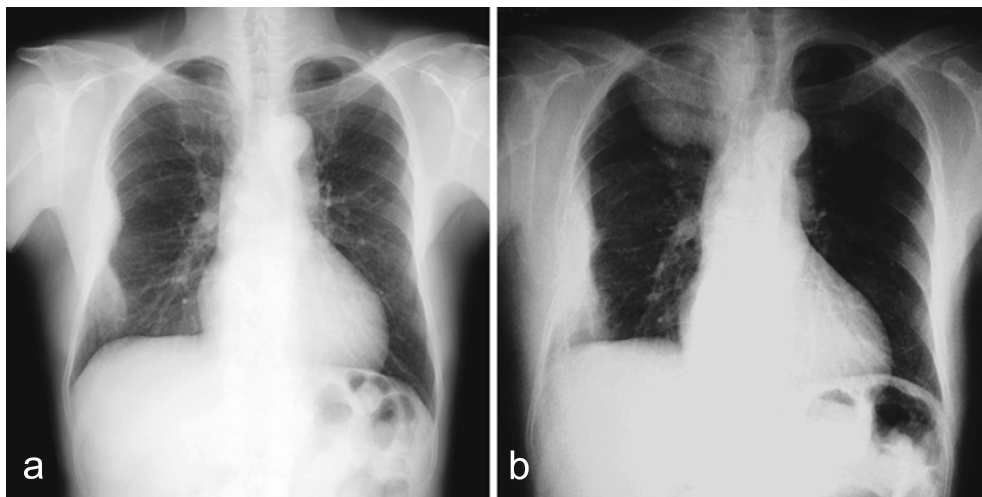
a: Chest radiograph on admission showing a tumor adjacent to the right chest wall. b: Chest radiograph taken on March 21, 2008, showing a tumor in the right upper lung field.
